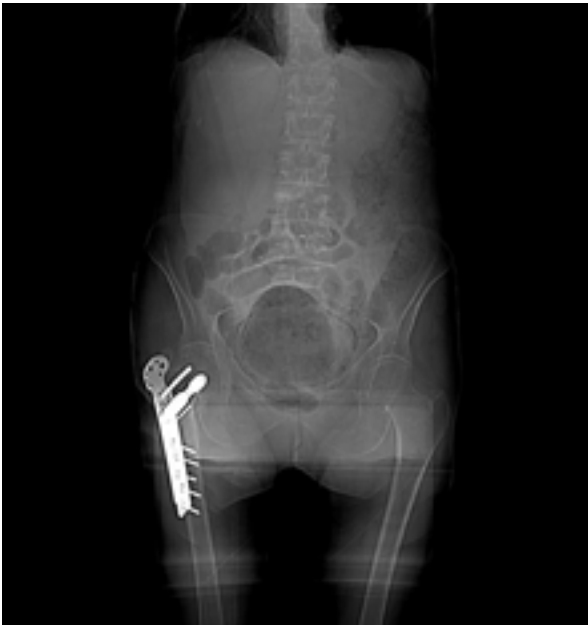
TAC (Topograma): Gran cantidad de gas ocupa la cavidad vesical.
